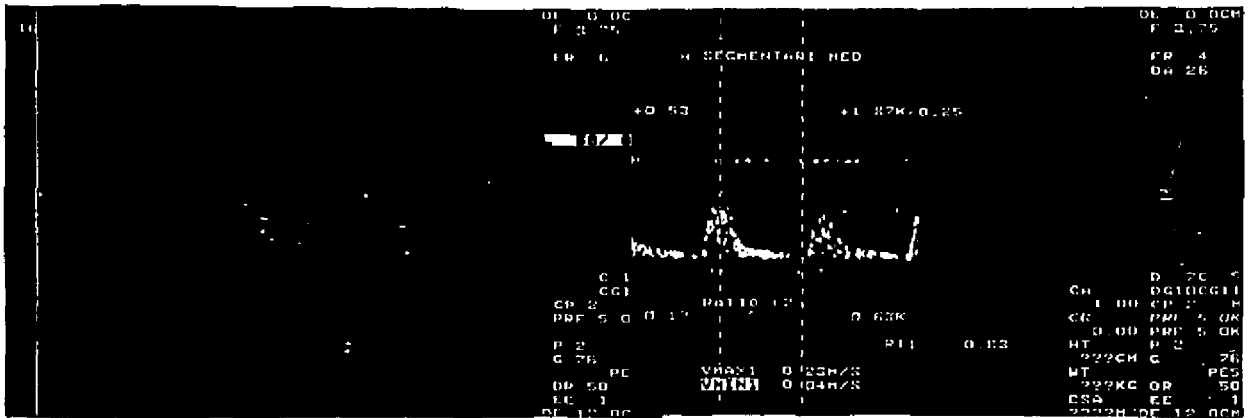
Doppler duplex color de un injerto con poca vascularización, sobre todo distal, con conservación del seno renal y con altos IR (en esta art. segmentaria media IR=0.83). En biopsia se diagnosticó de NTA Y TOXICIDAD POR CYCLOSPORINA.
